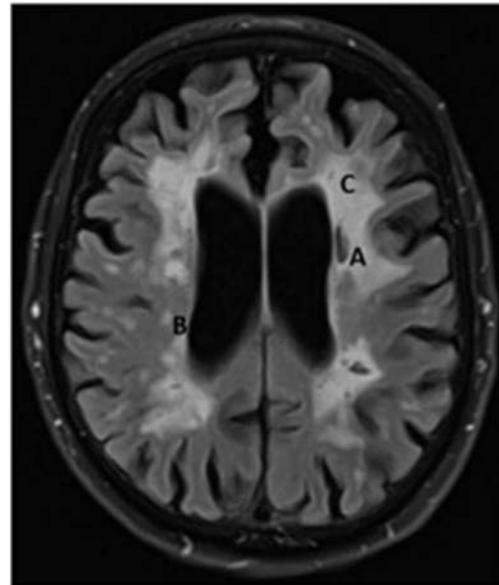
esempio di RM nella demenza vascolare. Sono presenti infarti lacunari parzialmente liquefatti (A) accanto a zone di gliosi isolate e confluenti (B e C). Immagine presa da "Demenz, diagnostik und therapie" (1)
